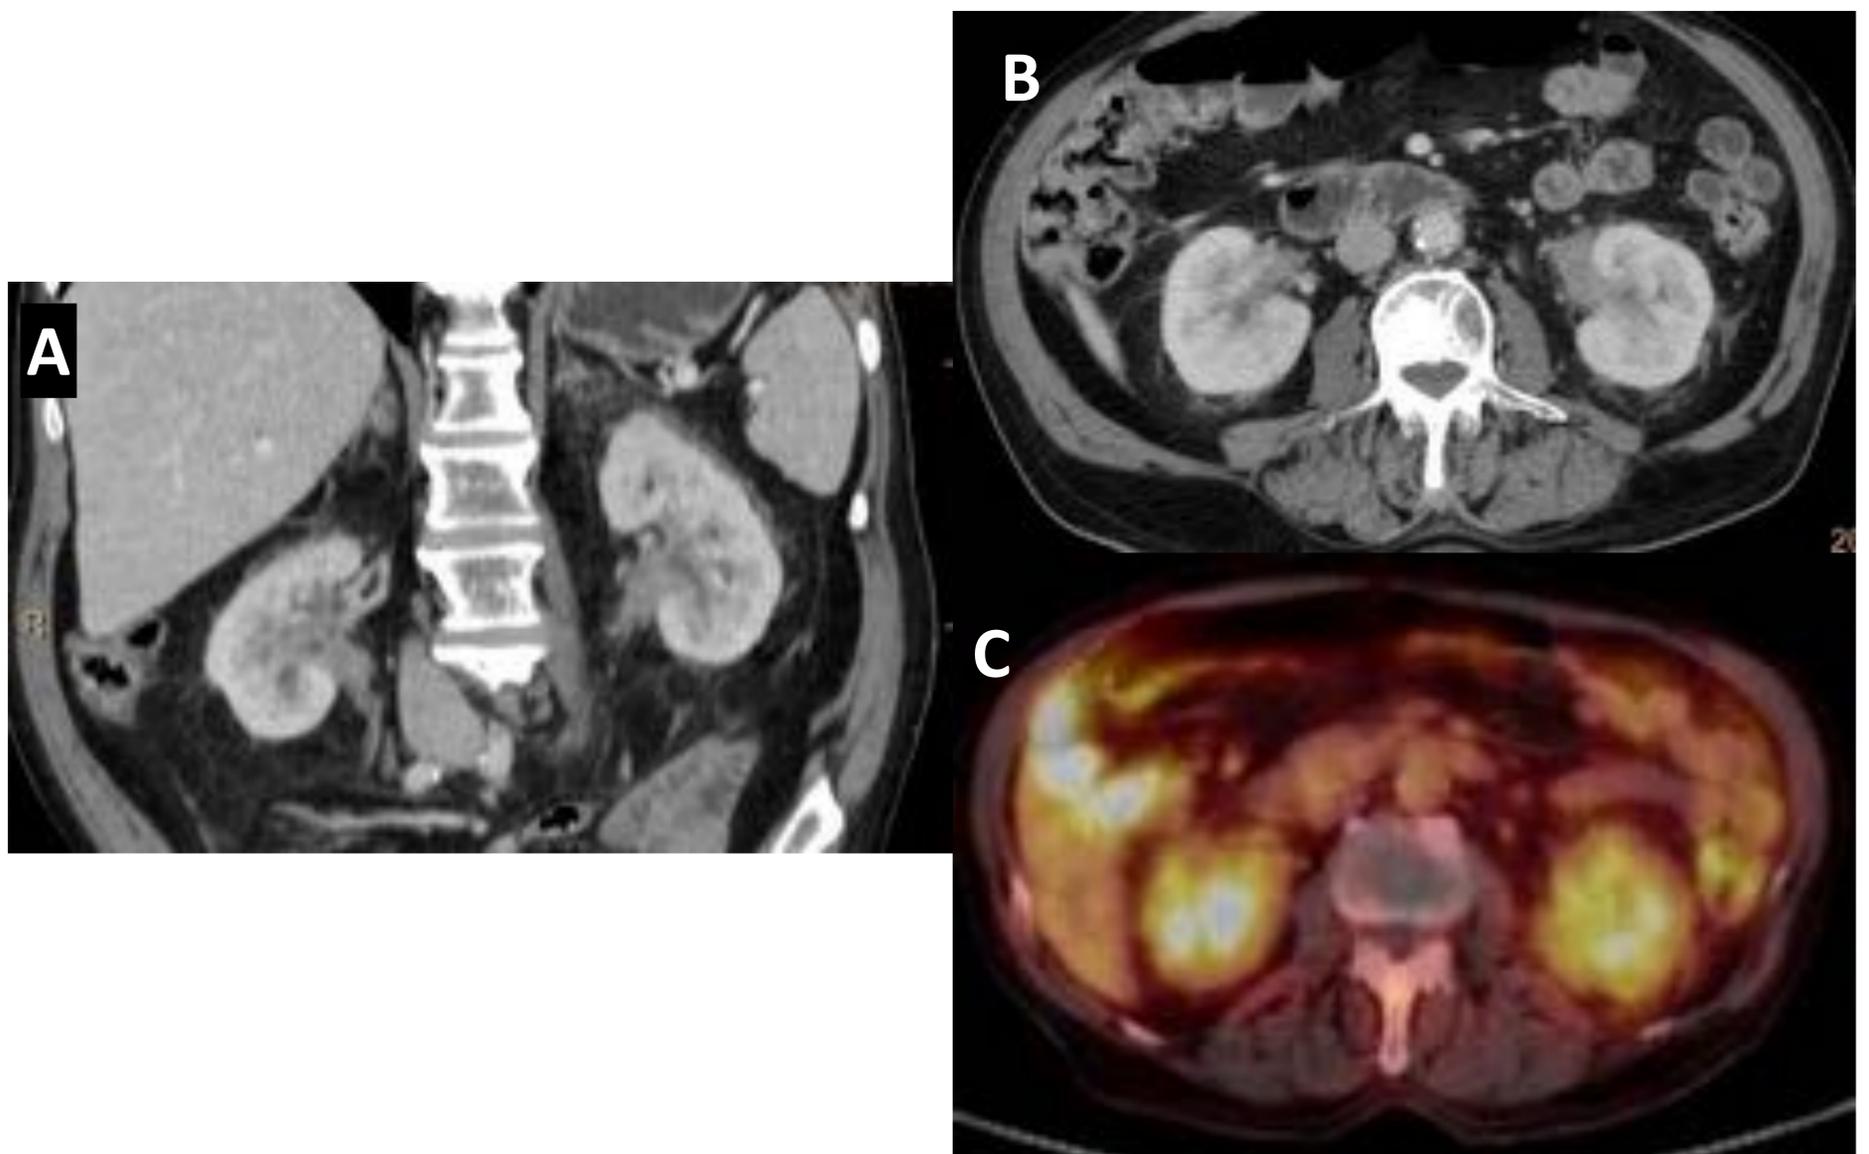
Varón de 82 años con Enfermedad de Erdheim-Chester. A) y B) Cortes coronal y axial de TC abdominopélvica en fase portal que muestran afectación del espacio perirrenal y engrosamiento pieloureteral bilateral, de predominio izquierdo. C) Corte axial de PET/CT que muestra incremento patológico de FDG en los riñones y en los espacios perirrenales.
